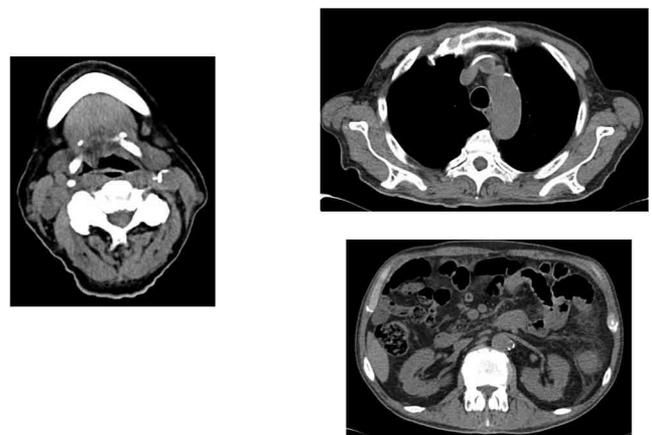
CT (vorinostat 開始18カ月後)
